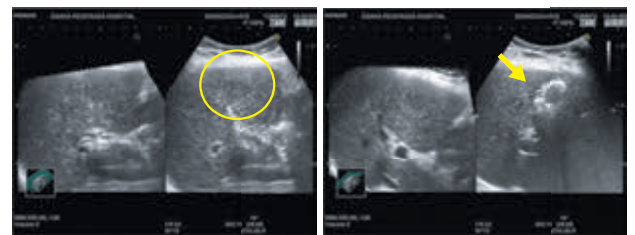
2年後のEOB-MRI肝細胞造影相をリファレンスとしたRVS像。明瞭な低エコー結節として描出された。
